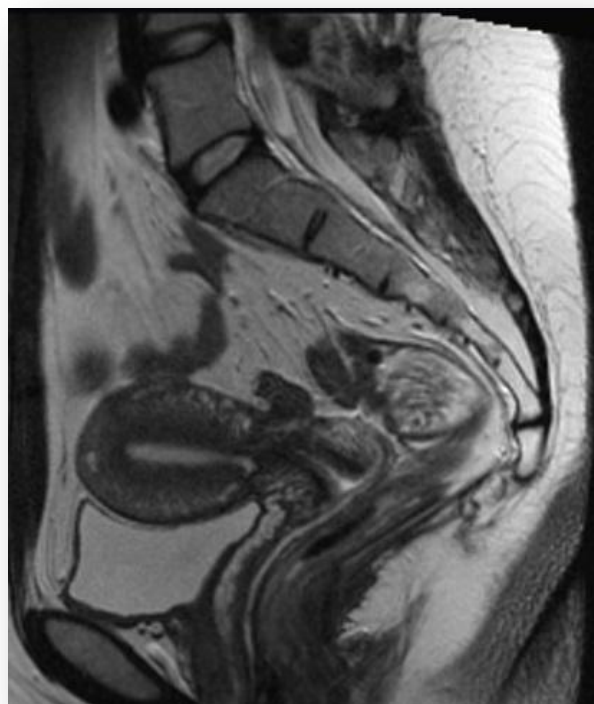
МРТ ОМТ пациентки Б через 7 месяцев после повторной метропластики. ОМТ = 5,4 мм
